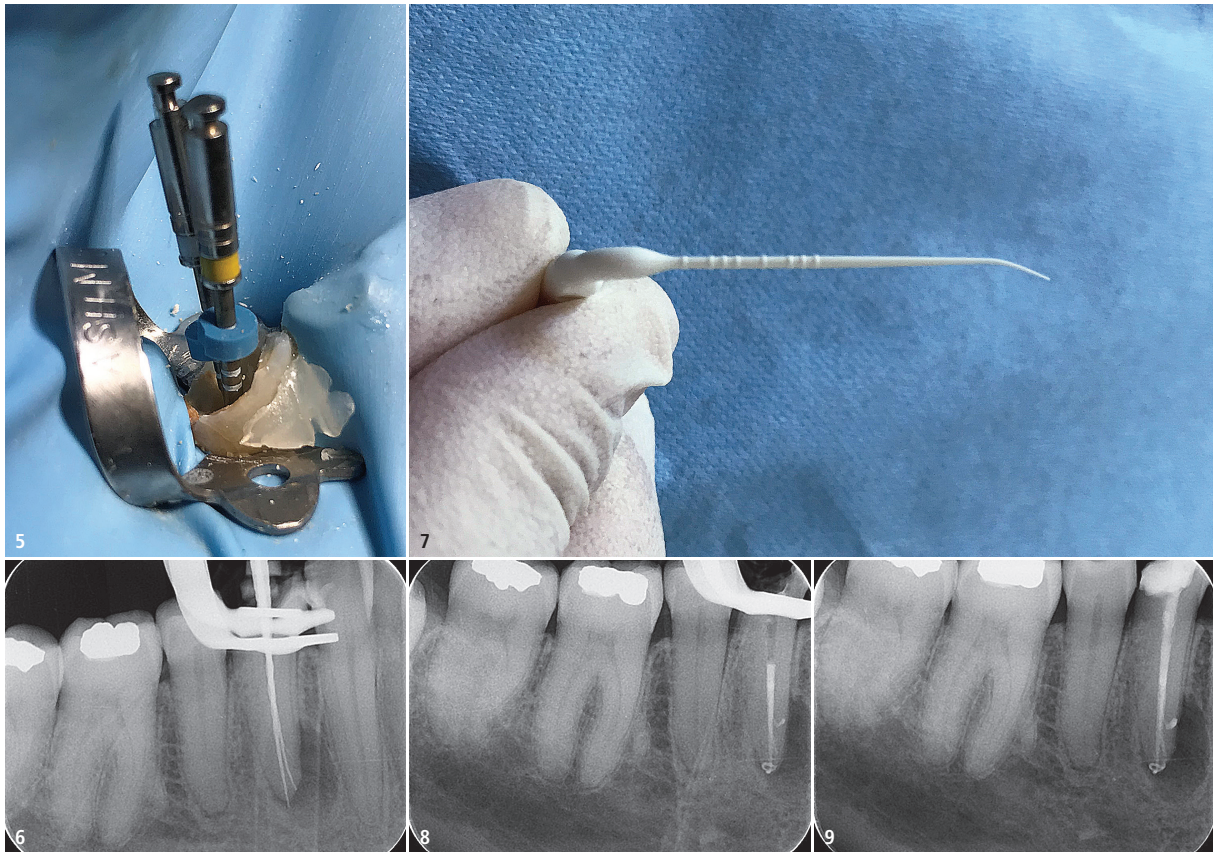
VDW.ROTATE™ 15.04 und 20.05 Feilen werden für die Röntgenaufnahme zur Dokumentation der Arbeitslängen in die Wurzelkanäle eingeführt. – Abb. 6: Röntgenaufnahme zur Dokumentation der Arbeitslängen. – Abb. 7: Vorgebogene EDDY®-Spülspitze. – Abb. 8: Röntgenaufnahme während der Behandlung. – Abb. 9: Röntgenaufnahme nach der Behandlung.
